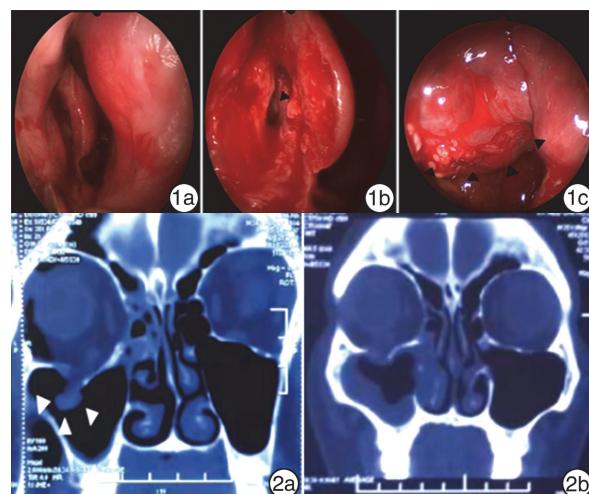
术中所见 1a: 术中鼻腔外侧壁切口; 1b: 术中鼻泪管-下鼻甲瓣标记处为鼻泪管; 1c: 突入上颌窦腔内的眶内容物; 图 2 手术前后眶底壁骨折的 CT 对比
